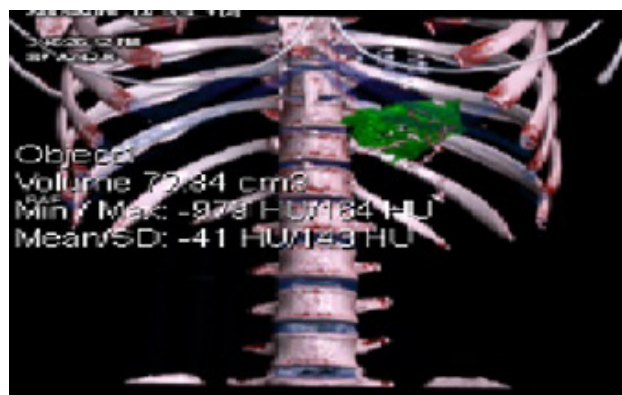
КТ-волюмометрия. Больная С., 2-я группа, объем культи желудка – 72,84  $\text{см}^3$
